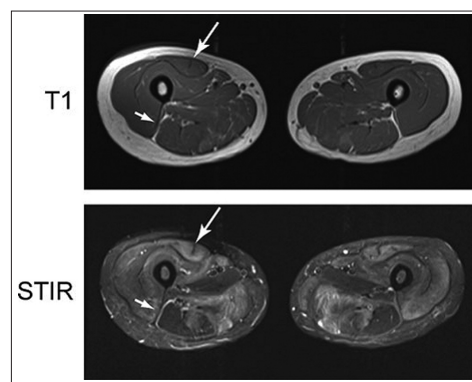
МРТ бедра пациента с ДМ.
